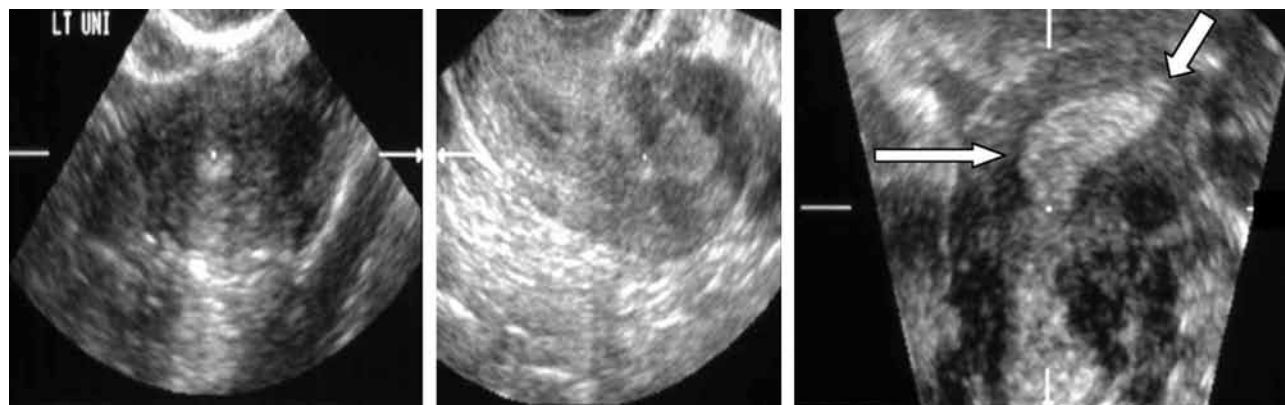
Útero unicorno. A) Corte transversal. B) Corte sagital por ultrasonografía endovaginal bidimensional que demuestra un útero sin alteraciones morfológicas gruesas. C) Reconstrucción transversa oblicua por medio de ultrasonografía endovaginal tridimensional que muestra una apariencia lenticular anormal de la cavidad endometrial (flecha larga), con disminución asimétrica en el cuerno (flecha corta). Cortesía de: Anna Lev-Toaff, MD, Thomas Jefferson University, Philadelphia, Pa.
